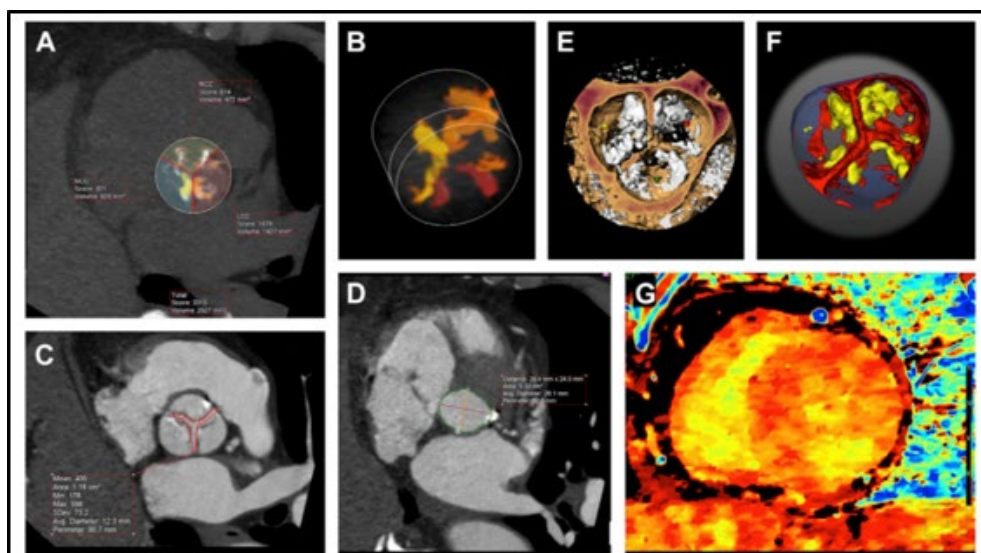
Caracterización integral de la EAo con TC. (A, B) Cuantificación del calcio de la válvula aórtica (TeraRecon). (C, D) Planimetría del AVA y del tracto de salida del ventrículo izquierdo (TSVI). (E) Reconstrucción volumétrica (VR) de la válvula aórtica. (F) Biopsia valvular virtual (Autoplaque). (G) Realce tardío de yodo (imagen Z efectiva de Intellispace Portal). * Safwan Gaznabi MD et al. Imágenes multimodales en la estenosis aórtica : más allá de la válvula, con un enfoque en el miocardio, Heart Failure Clinics, Volume 19, Issue 4, 2023, Pages 491-504.
